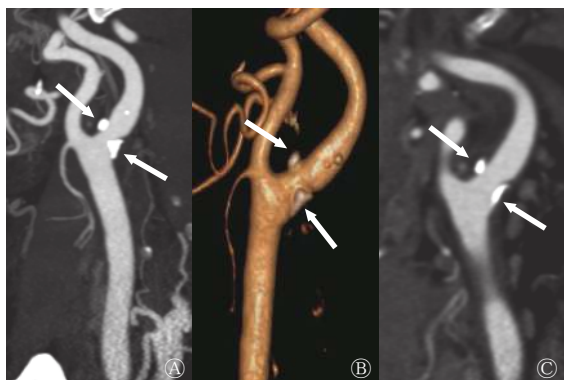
吸烟者(男性,65岁)左侧颈总动脉分叉处钙化斑块CT血管成像图 图中,最大密度投影(A)、容积重建(B)、多平面重组(C)图像均显示左侧颈总动脉分叉处多发钙化斑块(箭头所示)。CT:计算机断层摄影术
